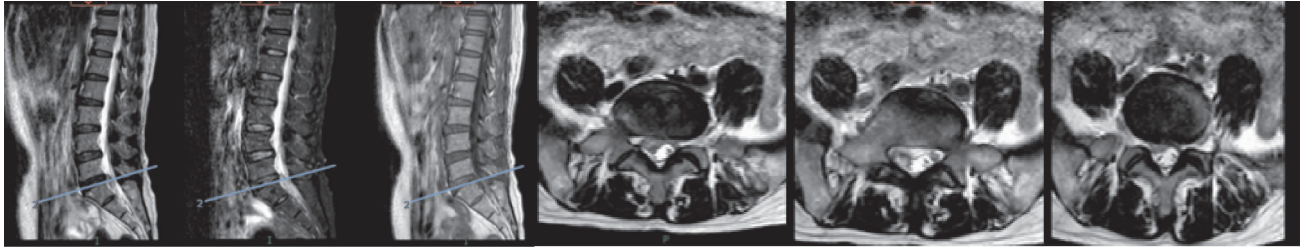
术前腰椎 MRI 提示腰 5 骶 1 椎间盘右侧脱出伴游离
